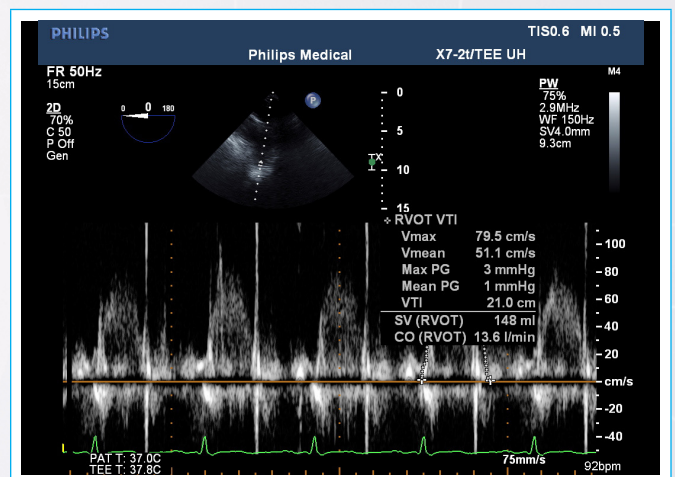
Doppler pulsado del trayecto de salida ventricular derecho, la imagen se obtiene desde la vista de aorta ascendente de eje corto que da un ángulo de interrogación adecuado.
